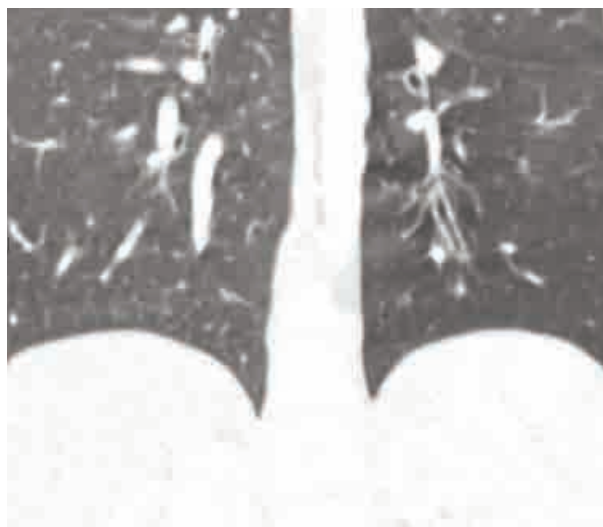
TC. Fragmento de reconstrucción coronal con ventana de pulmón (sin MIP): vía aérea dilatada y con paredes engrosadas (bronquiectasia), frecuentes en el síndrome de Swyer-James.
